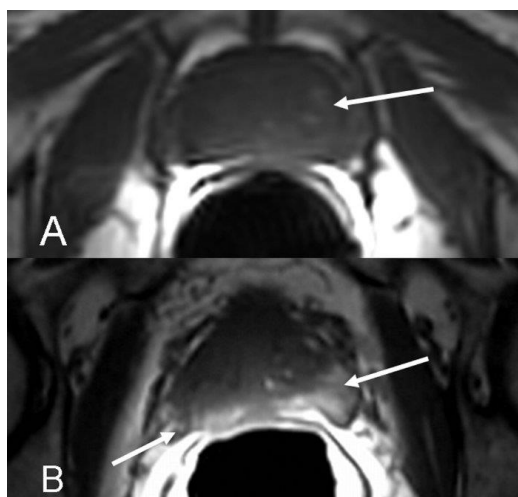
(Tall axial en T1 observant a A) zona isointensa difusa que no permet diferenciar la zona central de la perifèrica B) zones hiperintenses secundàries a hemorràgia post biòpsia, sense poder obtenir més detall anàtmic) (Reproducció amb permís de l'autor, extret de :Vilanova JC, Comet J, Garcia-Figueiras R, Barceló J, Boada M. Usefulness of magnetic resonance imaging in prostate cancer. Radiologia. 2010 Nov-Dec;52(6):513-24.
